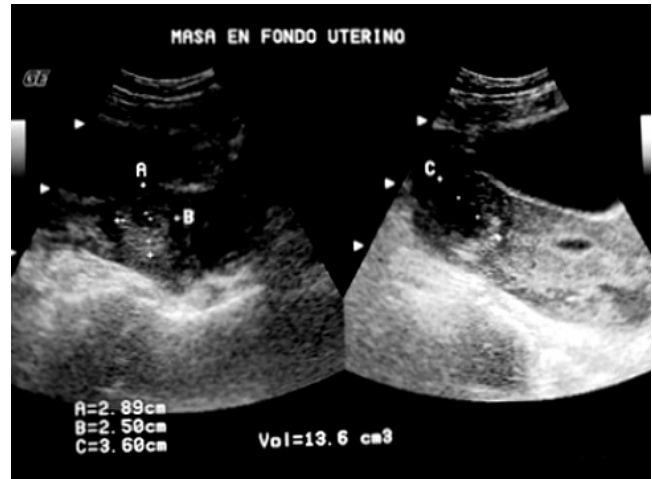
Ultrasonograma pélvico. Masa en fondo uterino de 3 x 2.5 x 3.6 cm.
